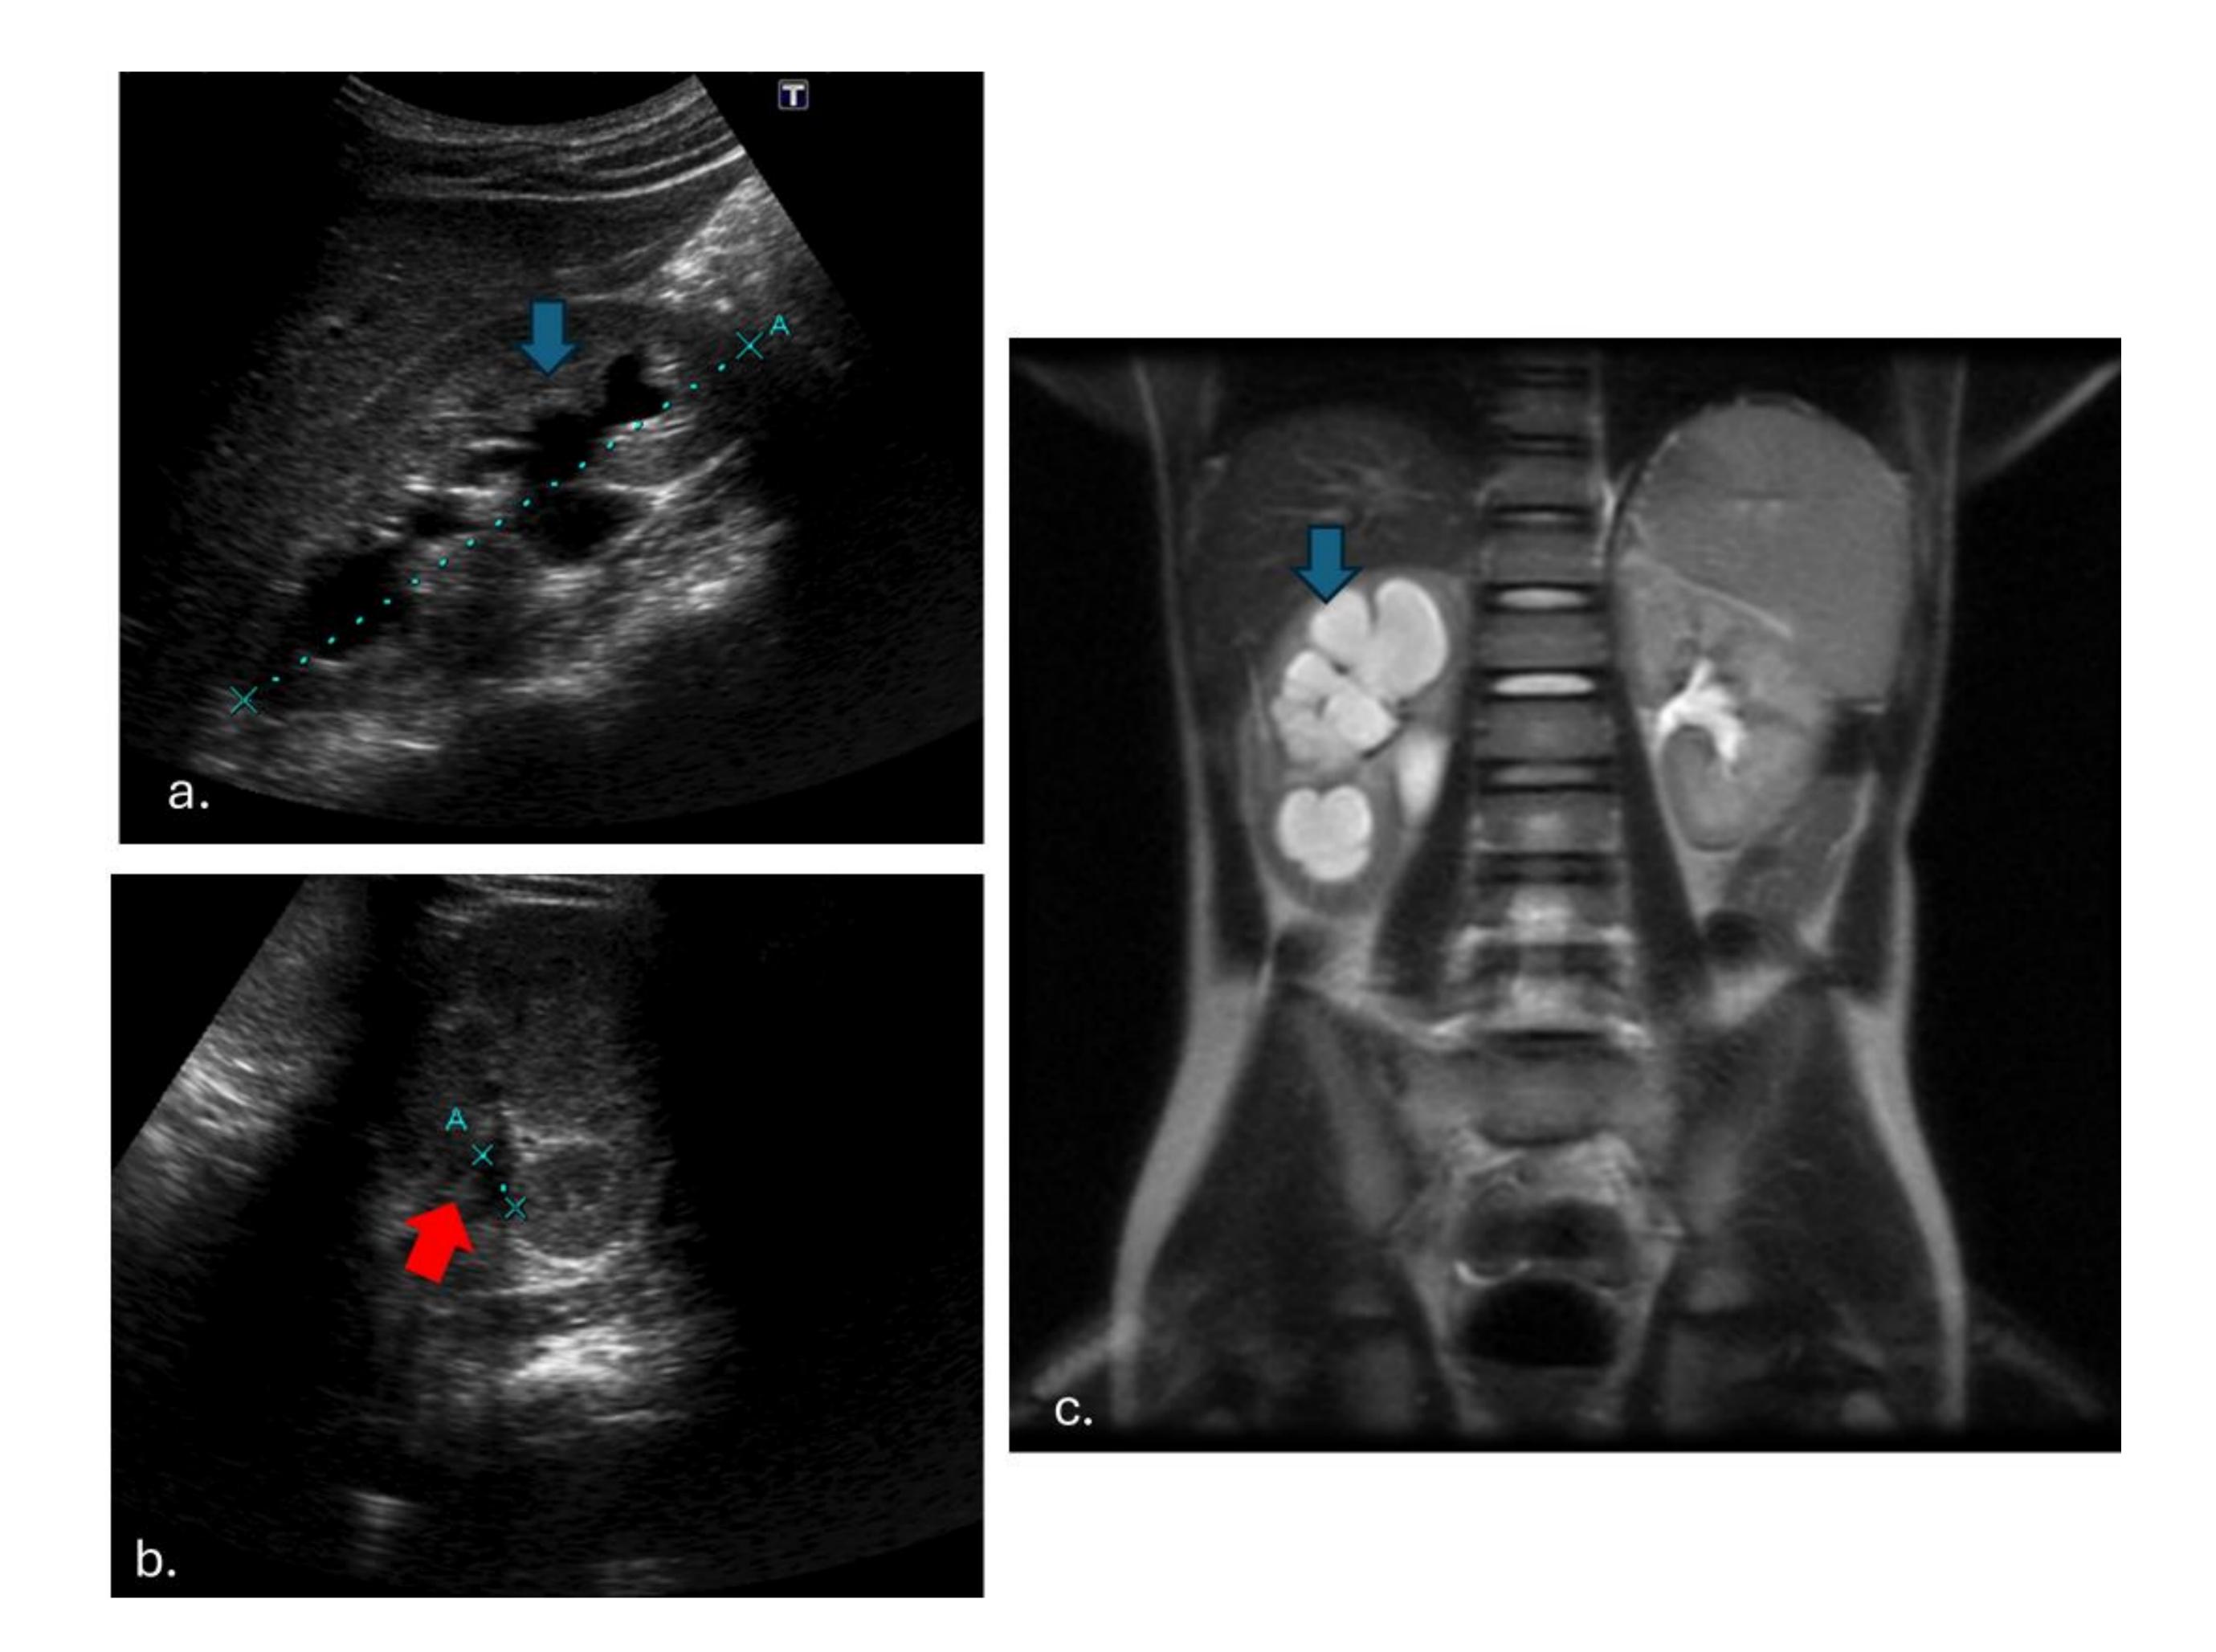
Megacaliosis en paciente de14 años con ecográfia en la que se identifican aumento de tamaño de los calices mayores y menores (flecha azul en a y c) con pelvis renal de tamaño normal (flecha roja en b). Imagen de uroRM en plano coronal donde se corroboran los hallazgos descritos en la ecografía.
